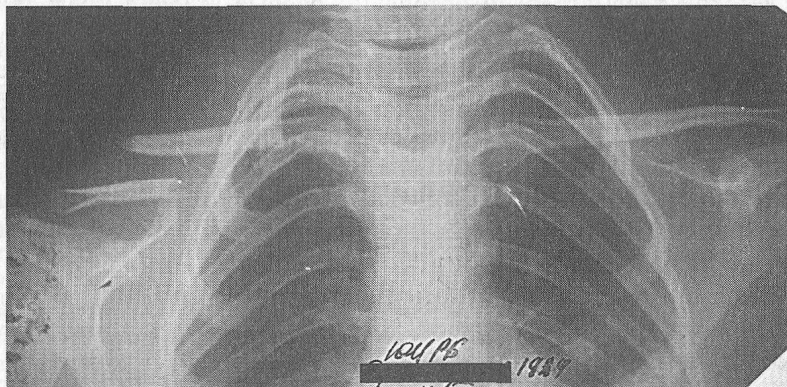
Перелом правой ключицы (рентгенограмма)
